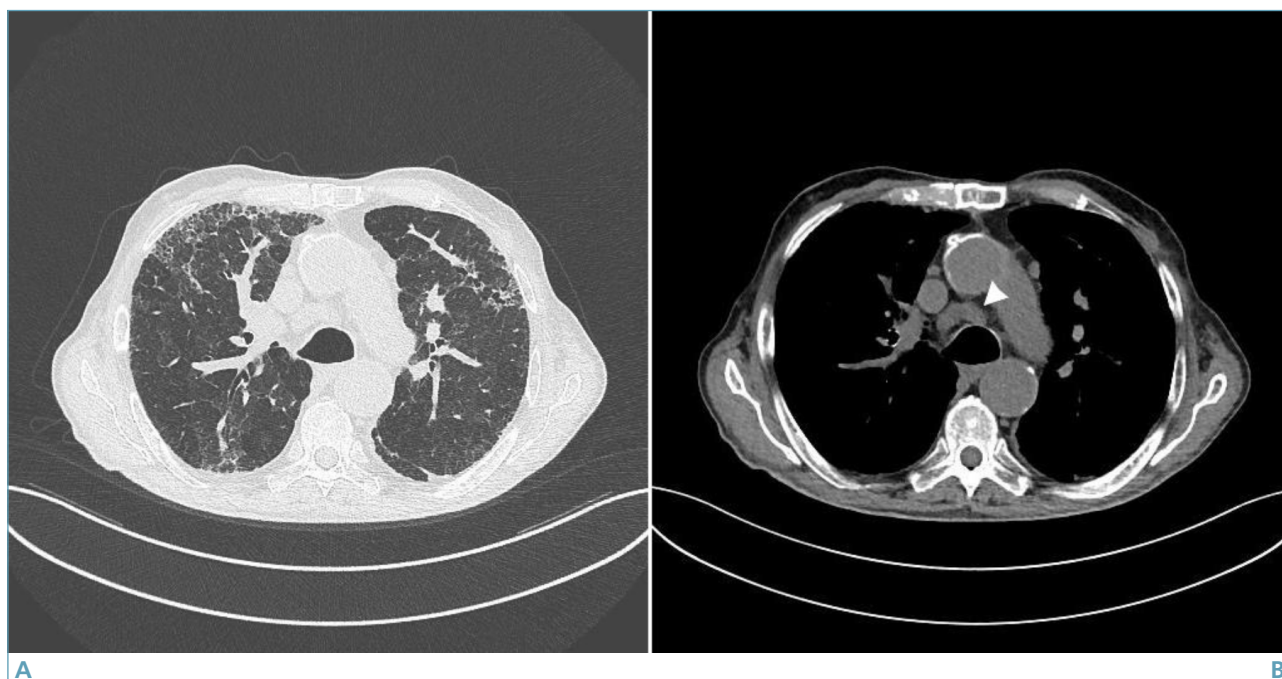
Linfadenopatie mediastiniche associate a interstiziopatia fibrosante (A-B). L'immagine HRCT assiale con finestra per parenchima (A) mostra ispessimenti reticolari fibrotici dell'interstizio polmonare e millimetriche cisti aeree, a prevalente distribuzione periferica sub-pleurica. Allo stesso livello, con finestra per mediastino (B), si evidenzia un linfonodo pre-carenale (punta di freccia) aumentato di volume.
